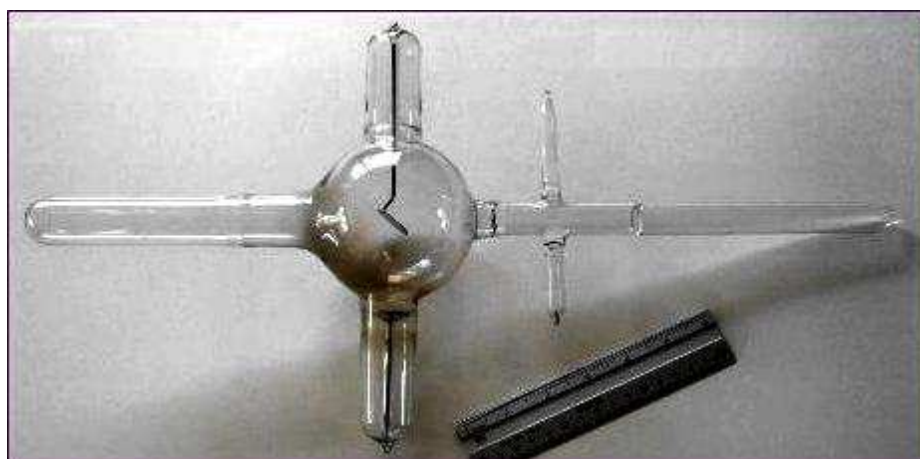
Jedna z prvních rentgenek známého výrobce Kesselring X-ray Tube Co. z amerického Chicaga. Jednoduchá konstrukce s antikatódou a samoregulátorem z roku 1898.
